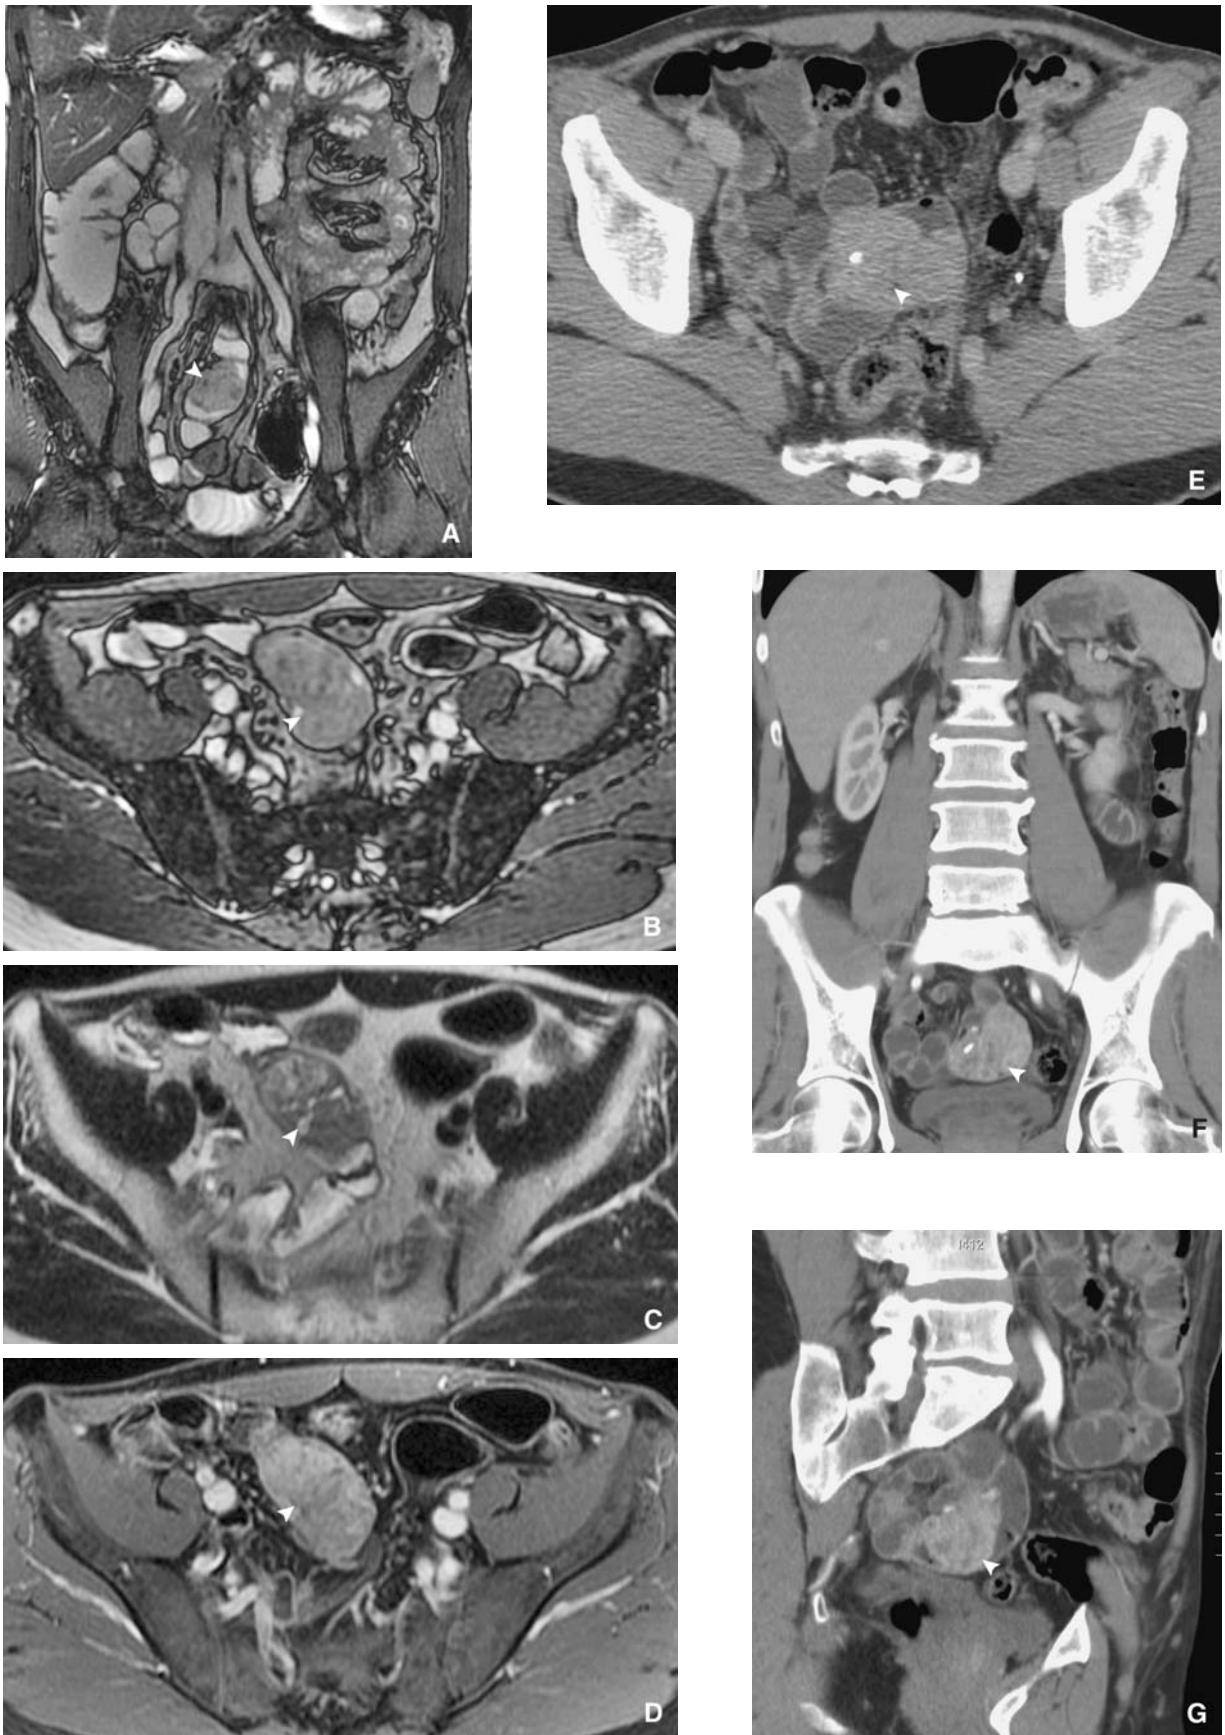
Léiomyome iléal. La lésion se présente en entéro-IRM (A à D) et entéroscanner (E, G) comme une masse endoluminale hypervasculaire (têtes de flèches), ici partiellement calcifiée.
